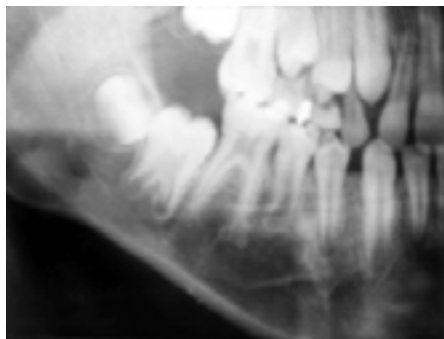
Após um ano, neofor-mação óssea na região periapical do dente 45.
